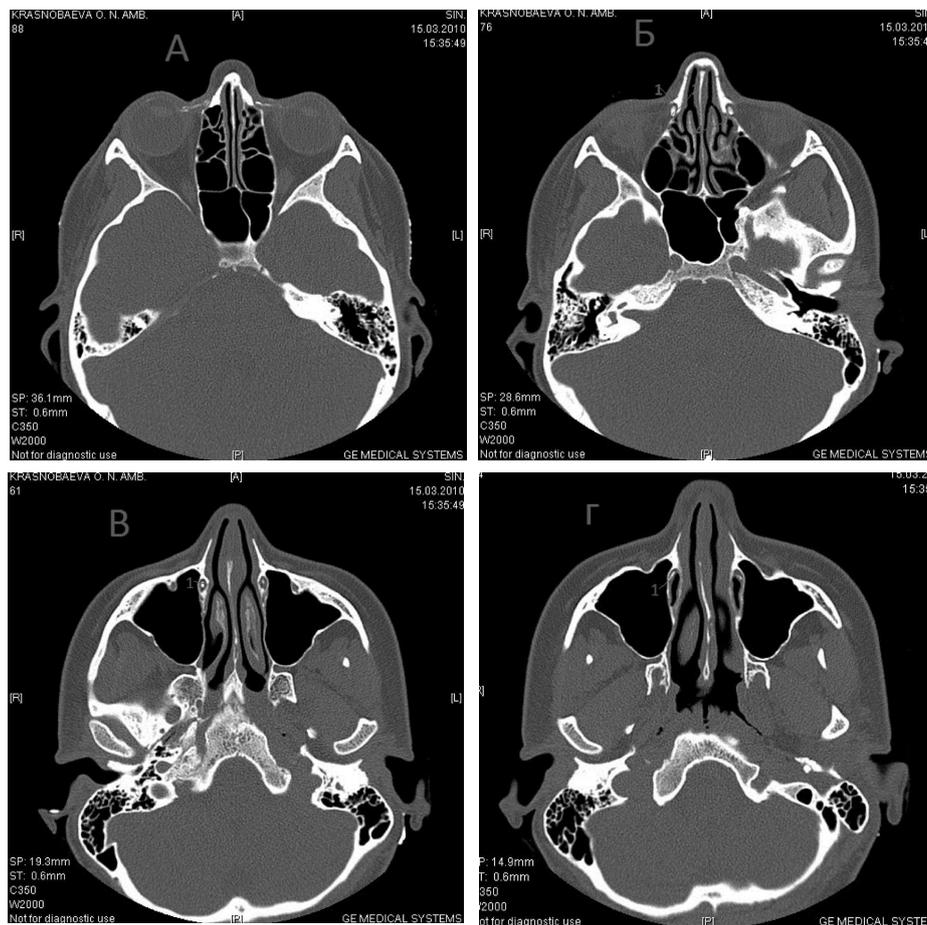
Компьютерная томограмма слезных путей и околоносовых пазух. Аксиальная проекция.
